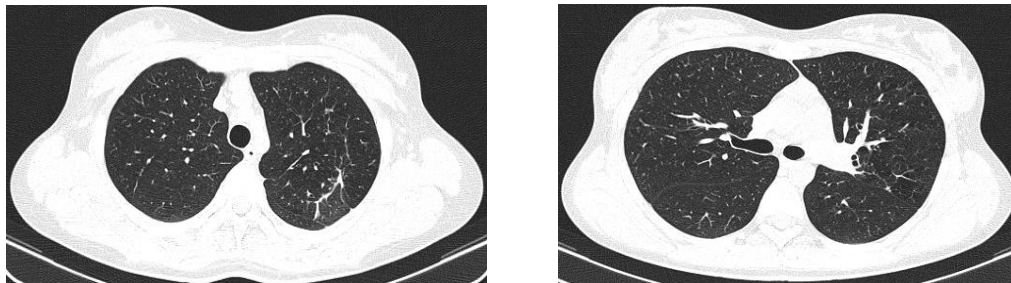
24б – Аксиальные срезы КТ ОГК через 1 год после завершения основного укороченного курса химиотерапии
